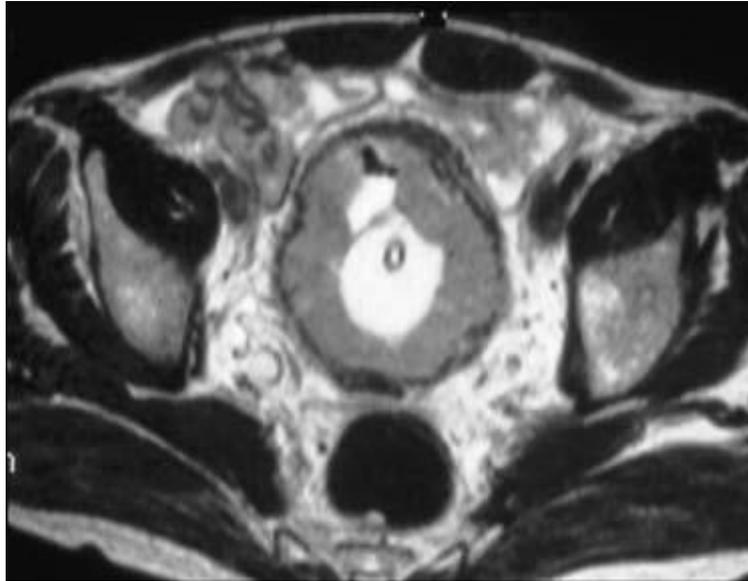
RM: T2: Muestra tumor vesical musculo invasor.¹⁵
